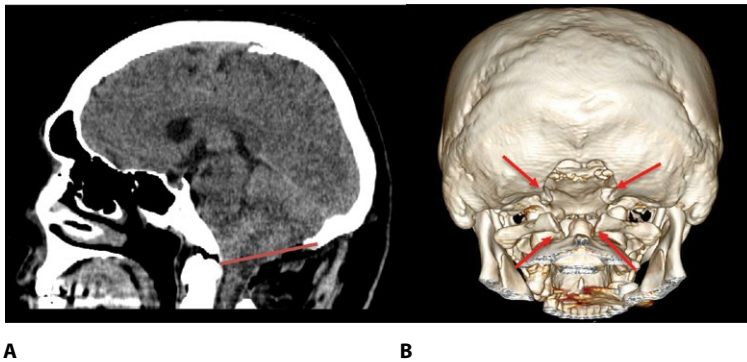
КТ головного мозга (послеоперационный контроль, линия Чемберлена): А – сагиттальная проекция, линия Чемберлена (красная линия); В – КТ 3D-реконструкция в области декомпрессии краниовертебрального перехода с резекцией С1-позвонка (стрелки)
